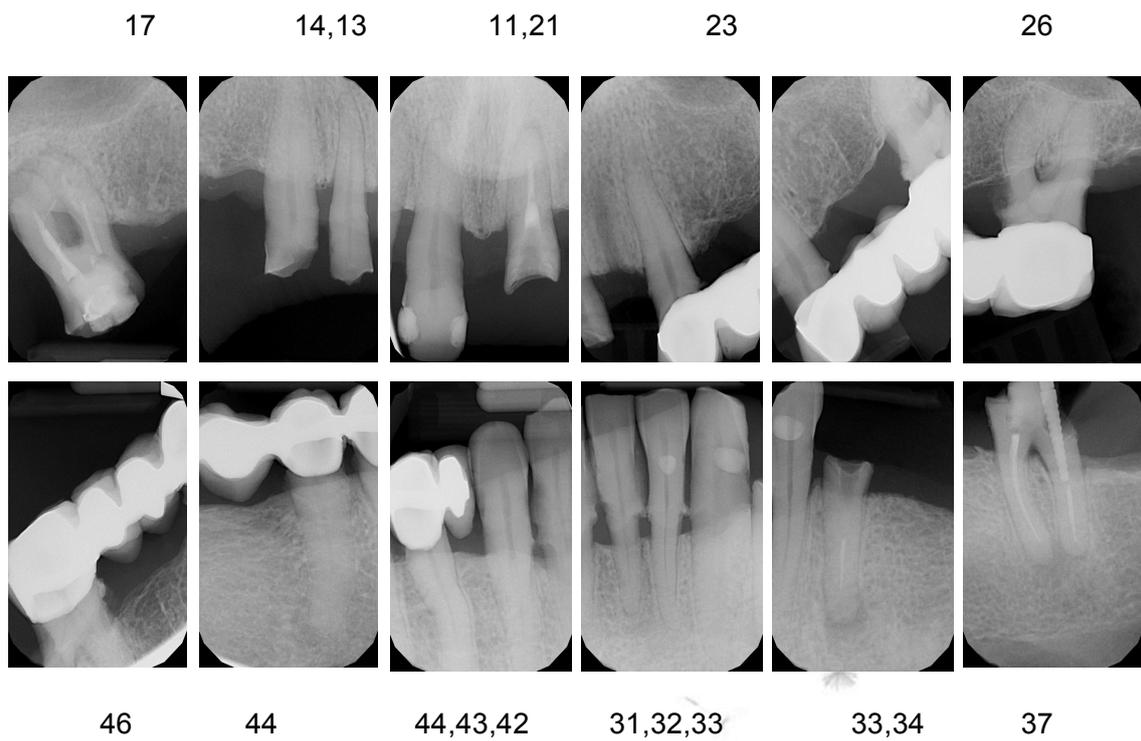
Serie radiográfica periapical.
